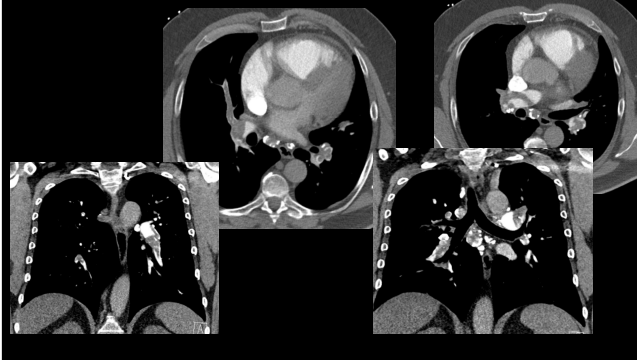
A 65-year-old man with CTE image findings associated with systemic artery-to-pulmonary artery shunts (SPAS) on CT angiography for the pulmonary artery (CTA-P) shows filling defects in the main pulmonary artery (white arrow). In CT angiography for the systemic artery (CTA-S) shows enhancement in the pulmonary artery at the same part of the filling defects in CTA-P (white arrow). CT computed tomography
